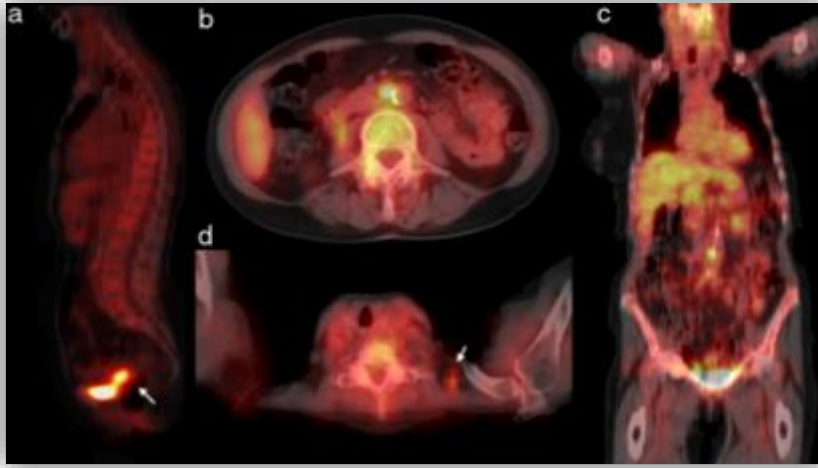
PET-TAC con FDG, que evidencia captación patológica del tumor primario (a), además de dos adenopatías patológicas intra-aorto-cava (b y c) y una supraclavicular (d).
